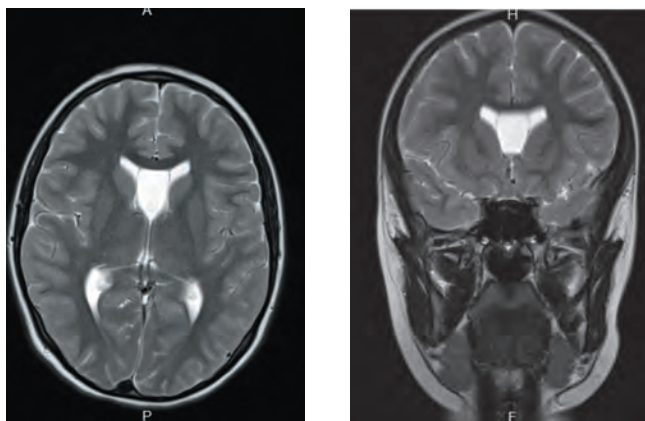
МРТ-исследование головного мозга выявило расщепление прозрачной перегородки (вариант нормы)
